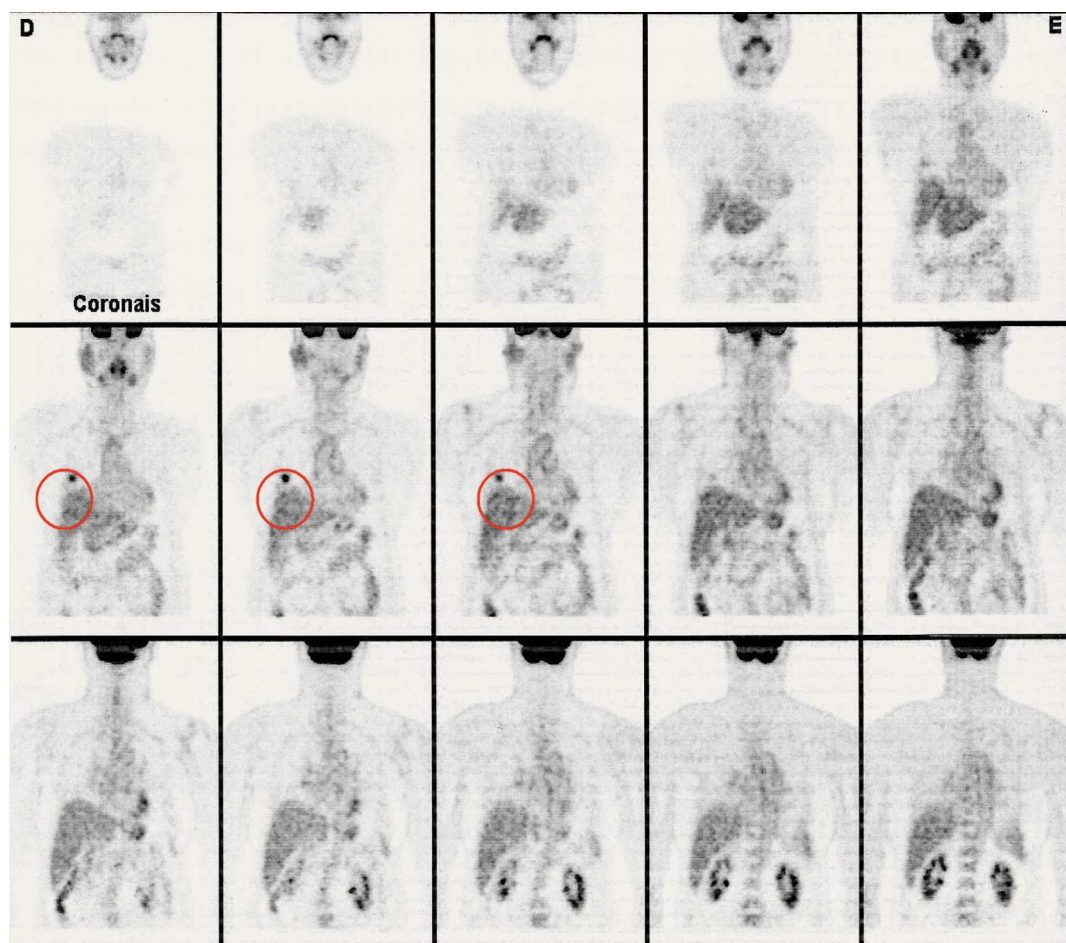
PET: Marcação com captação ávida no B6 direito sugerindo critérios de malignidade
